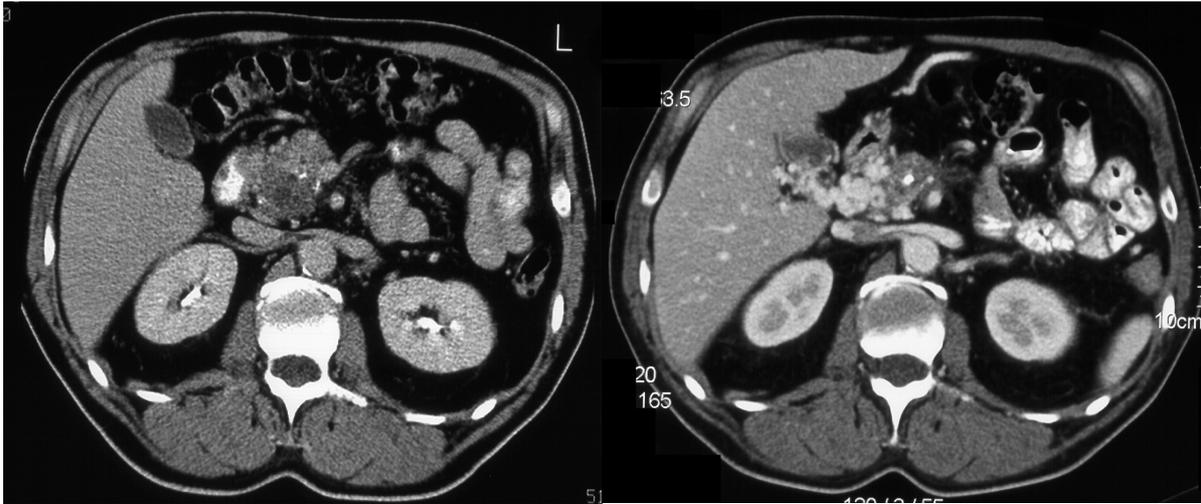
CT-Bilder des Patienten, der nach 3 Zyklen lapratomiert wurde (*links vor, rechts nach dem 3. Therapiezyklus*)
